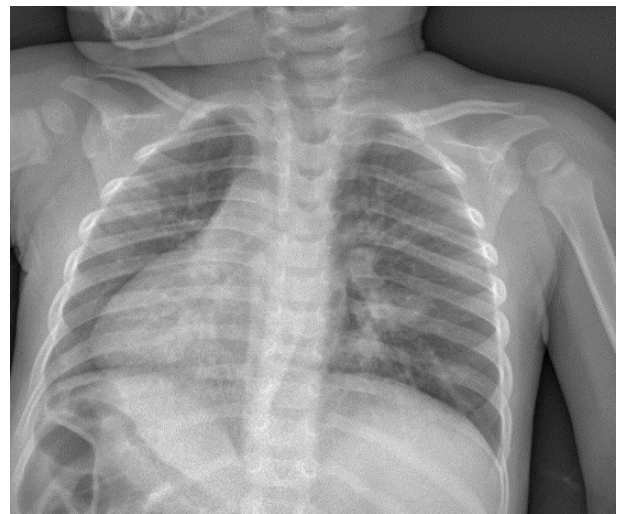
Radiografía de tórax de nuestro paciente durante infección respiratoria.
